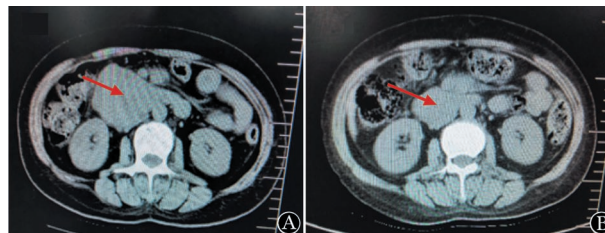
CT 检查示西达苯胺联合硼替佐米、地塞米松方案治疗前(A)后(B)患者髓外(腹腔肿块,箭头所示)浸润病灶的变化
